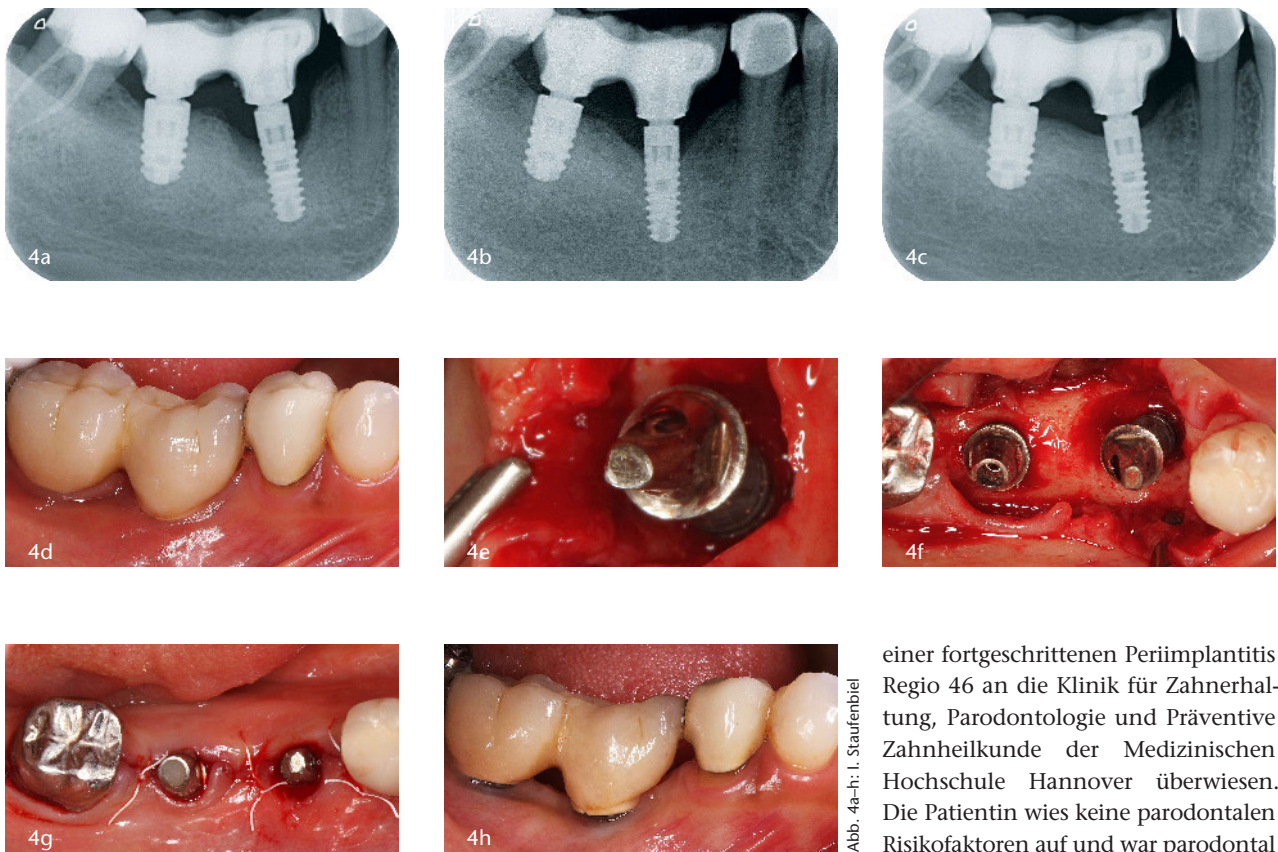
Fallbericht 1 – Regenerative Periimplantitistherapie an einem Implantat Regio 46; Abb. 4a: Röntgenbefund vor Therapie; Abb. 4b: Röntgenbefund 1 Jahr nach Therapie; Abb. 4c: Röntgenbefund 2,5 Jahre nach Therapie; Abb. 4d: Klinische Situation vor Therapie; Abb. 4e: Intraoperatives Foto – mobilisierter Mukoperiostlappen mit adhärenthem Granulationsgewebe; Abb. 4f: Intraoperatives Foto – Darstellung des knöchernen Defektes (dreiwandiger Defekt) nach Dekontamination der Implantatoberfläche; Abb. 4g: Klinische Situation nach Reposition des Mukoperiostlappens und Nahtverschluss; Abb. 4h: Klinische Situation 2,5 Jahre nach Therapie
